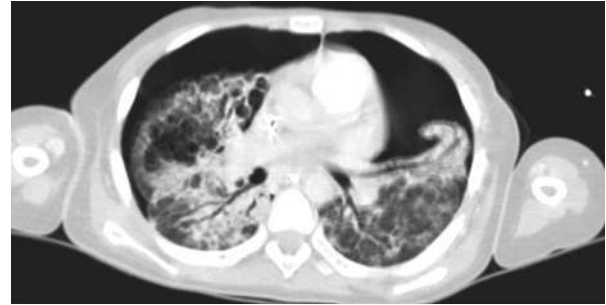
TC de tórax que muestra cuadro de neumotórax bilateral recidivante.
